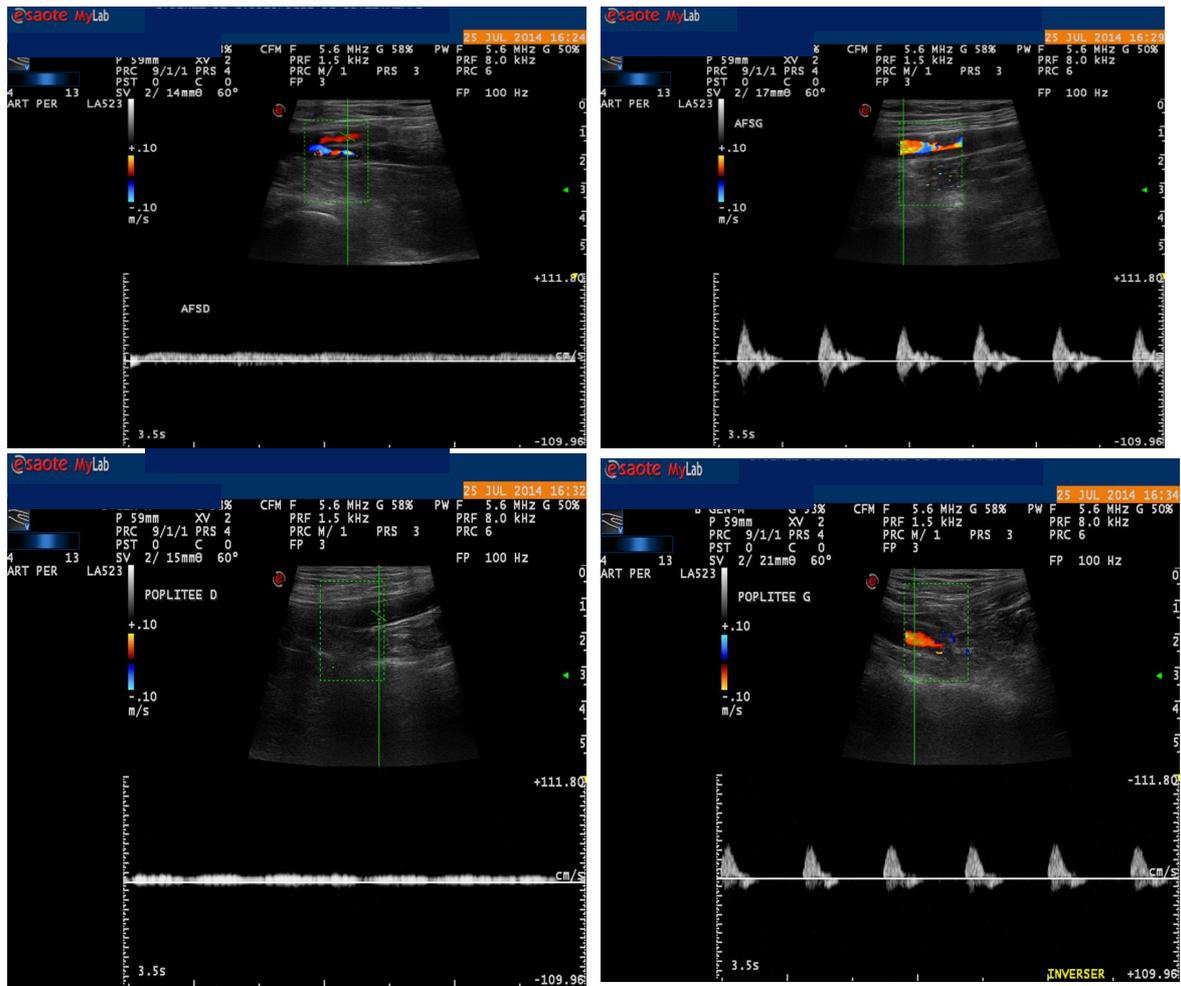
Doppler des MI, objectivant des flux très amortis sur les artères fémorale superficielle et poplitée droites, comparativement avec le côté gauche.
